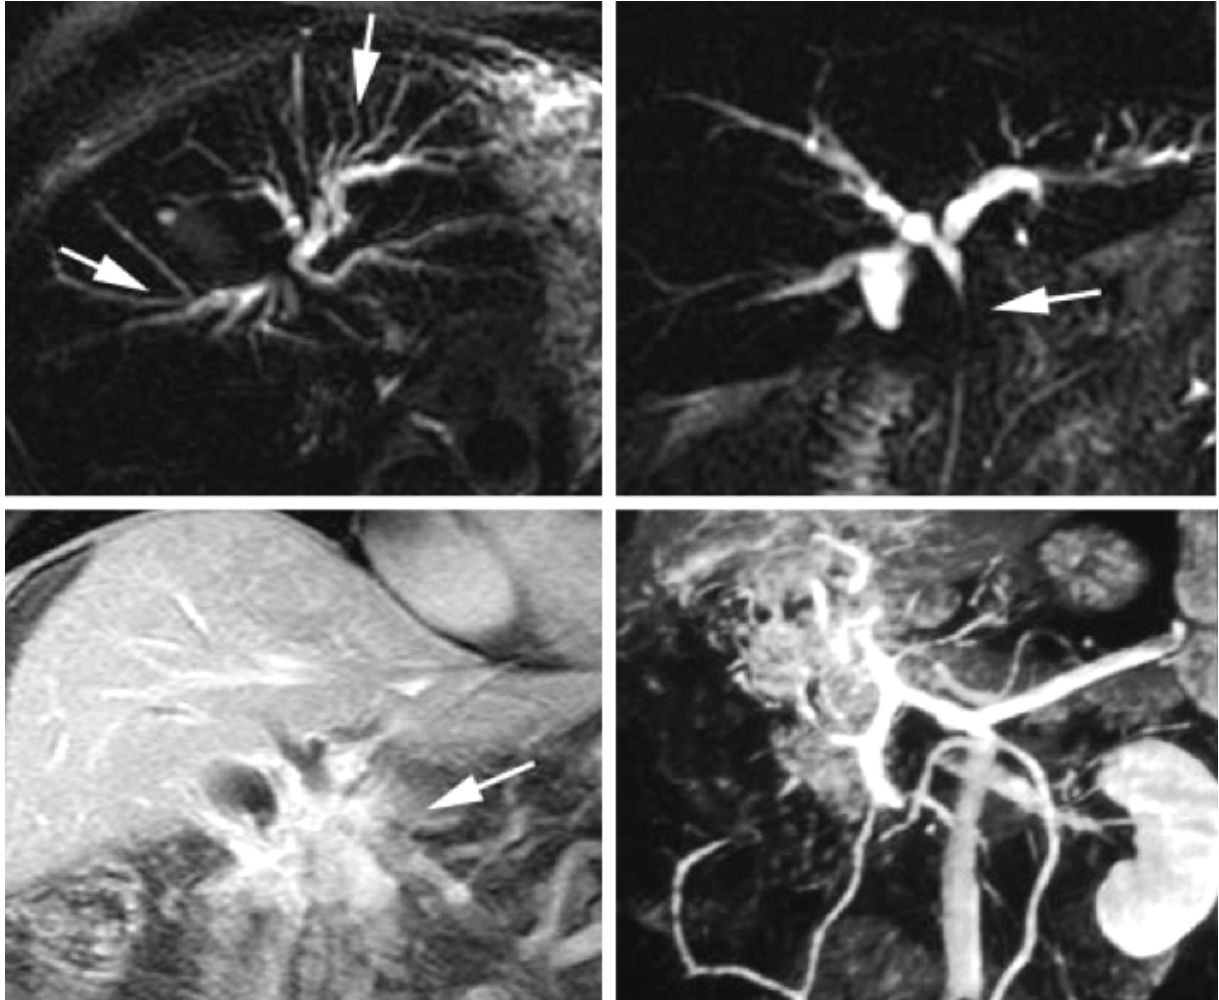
en haut, cholangio-IRM faisant fortement suspecter un cholangiocarcinome de la convergence biliaire avec sténose longue de la VBP et dilatation des voies biliaires sus-jacentes. En bas, les séquences en pondération T1 après injection de gadolinium (à gauche) et reconstruction MIP (à droite) objectivent une masse fibreuse prenant tardivement le contraste. Dans cet exemple, le diagnostic différentiel avec un cholangiocarcinome n'a pas pu être établi avec certitude, la biopsie étant impossible compte tenu du risque hémorragique, l'absence d'évolution après 17 mois a permis de conclure à une forme pseudo-cholangiocarcinomeuse du cavernome.
